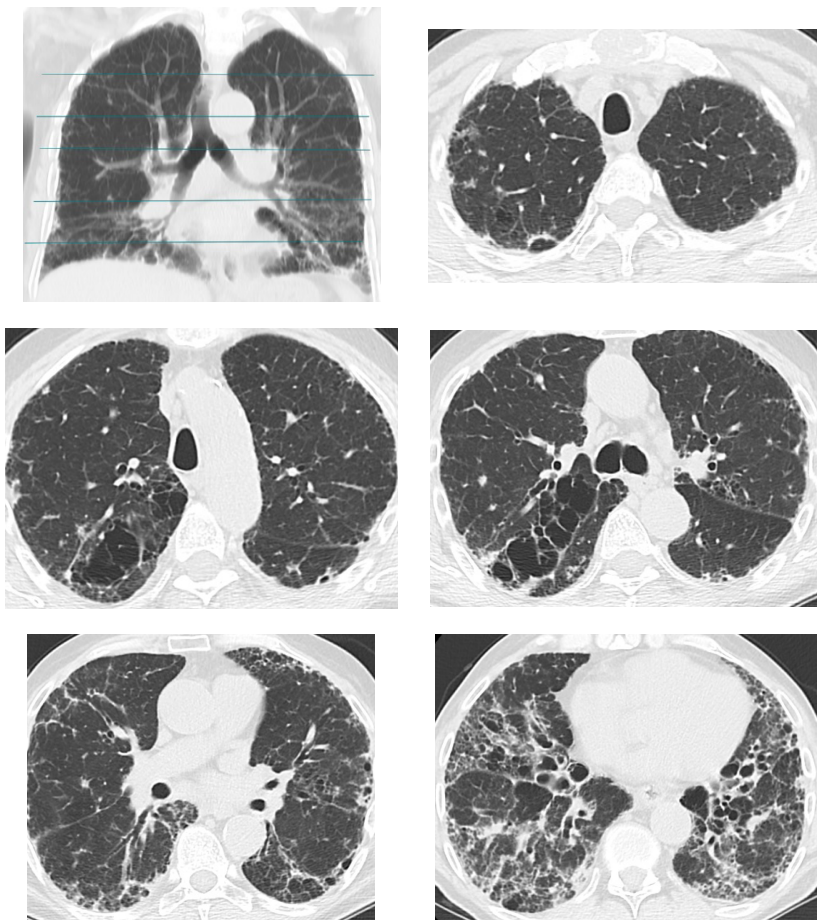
КТ легких пациента Т., 1958 года рождения, аксиальные срезы, идиопатический фиброзирующий альвеолит. Оценка легочного фиброза по методике A.U. Wells: 24 балла
